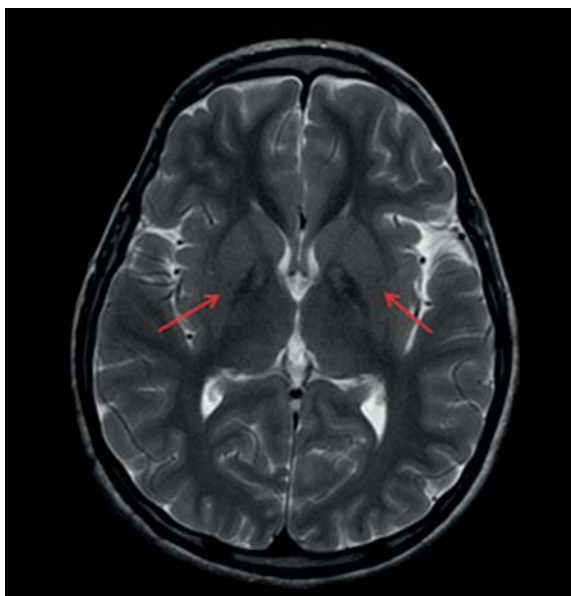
МРТ головного мозга. Симметричное поражение бледных шаров и черной субстанции («глаза тигра»)
